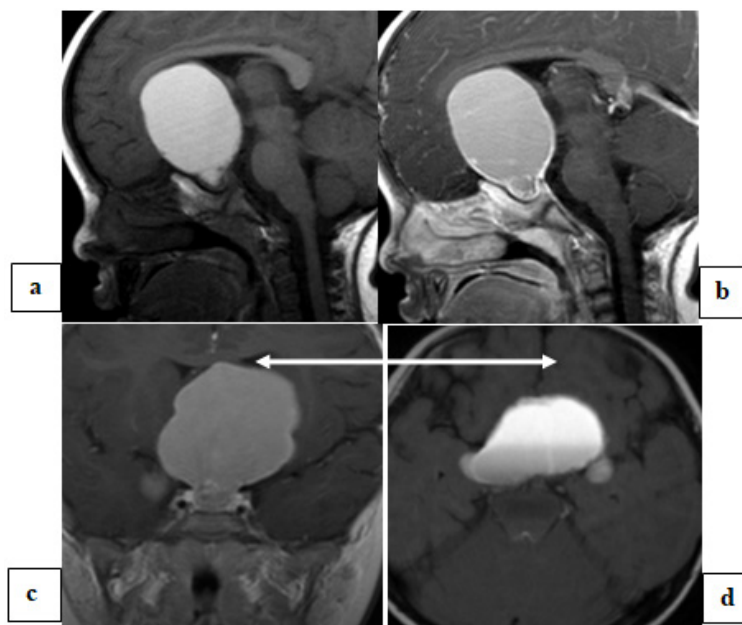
Garçon de 3 ans, adressé pour baisse de l'acuité visuelle. IRM cérébrale en coupe sagittale T1 avant injection (a), sagittale T1 après injection de gadolinium (b), axiale T2 Flair (c) et coronale T1 après injection de gadolinium (d) d'un craniopharyngiome kystique avec rehaussement pariétal entraînant une compression du chiasma optique.
